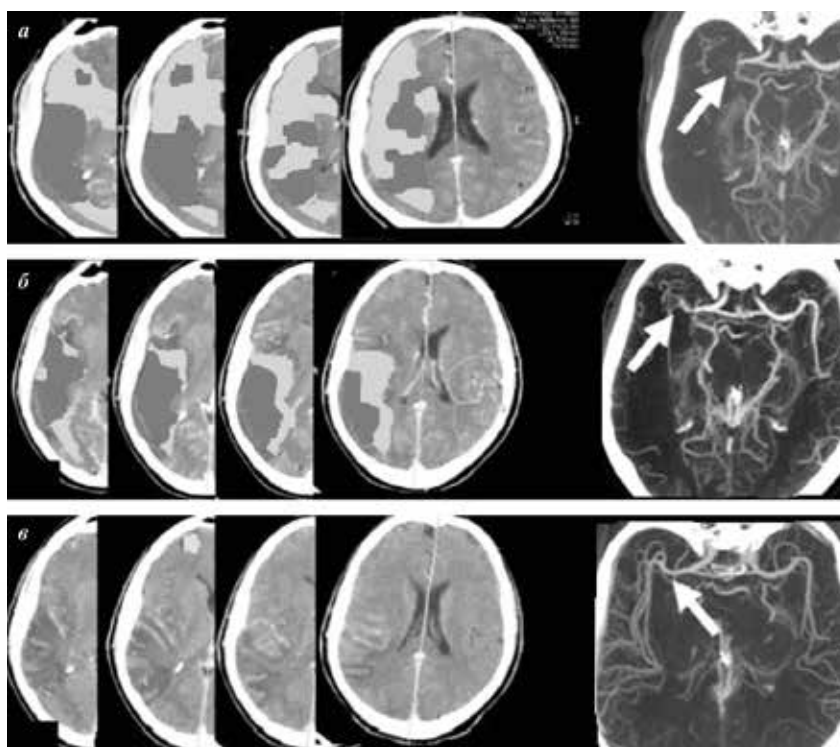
КТ-перфузия и КТ-ангиография. Реперфузия лобно-теменно-затылочной области правого полушария на фоне постепенной реканализации правой средней мозговой артерии. а – до тромболитика: выявляется большая область без перфузии в правом полушарии большого мозга, окруженная зоной снижения перфузии, отсутствует сигнал от кровотока по правой средней мозговой артерии (стрелка); б – после тромболитика: уменьшение области без перфузии и гиперперфузии, частичное восстановление сигнала от кровотока по одной из ветвей правой средней мозговой артерии (стрелка); в – через 1 сут после тромболитика: исчезновение области без перфузии и гиперперфузии, полное восстановление сигнала от кровотока по правой средней мозговой артерии (стрелка)
